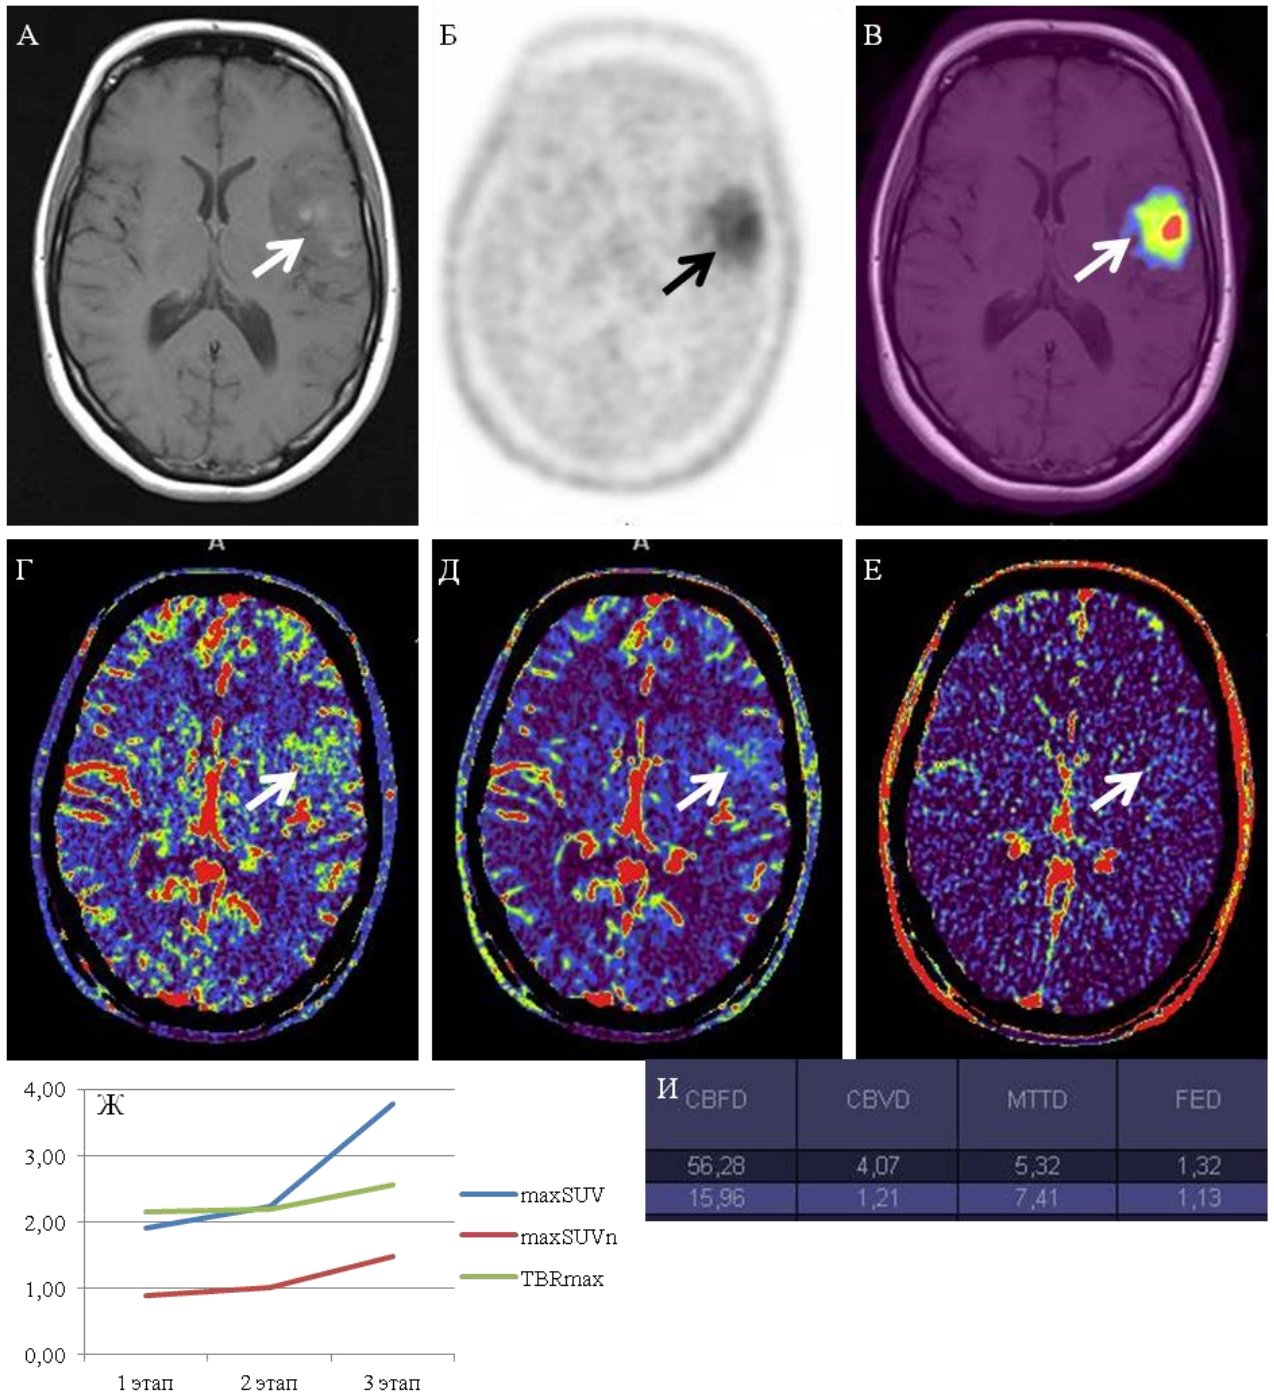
Пациент Ж., 35 лет. Анапластическая астроцитома Gr III. Образование левой височной доли с неравномерным накоплением МР-контрастного препарата в T1 + C режиме (А), с повышенной фиксации ^{18}F -ФЭТ при ПЭТ-исследовании (Б) и на комбинированных ПЭТ и МРТ изображениях (В). По данным КТ-перфузии отмечается повышения значений CBV (Г), CBF (Д), без повышения значений FED (Е) График изменения уровней maxSUV и TBR (Ж), значения показателей перфузии (И)
